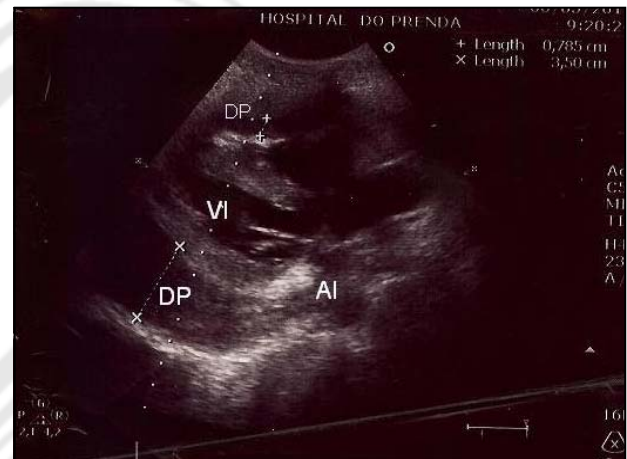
Ecocardiograma transtorácico, vista paraesternal eje largo, donde se visualiza el derrame pericárdico con restos de fibrina. AI: aurícula izquierda, VI: ventrículo izquierdo, DP: derrame pericárdico.
